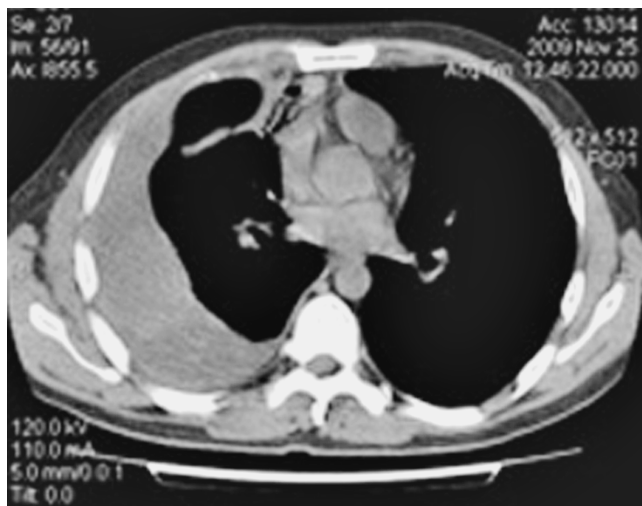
Комп'ютерна томограма постраждалого Б., 33 роки. Згорнутий гемоторакс
